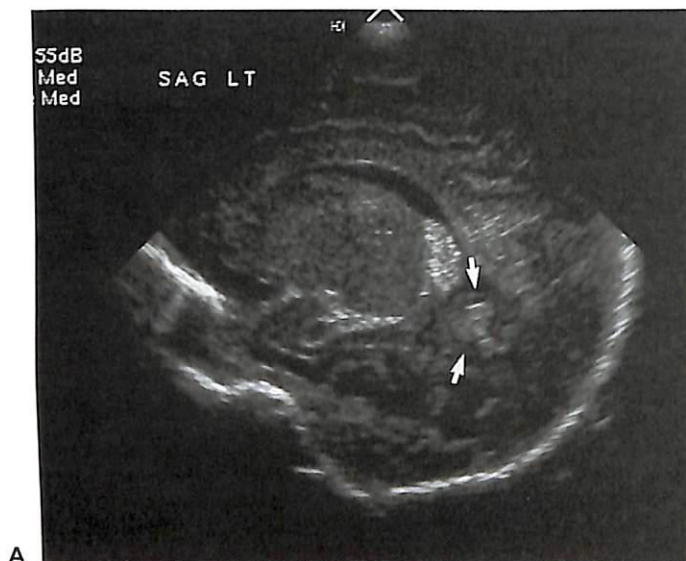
Птичья шпора (calcar avis), симулирующая внутрижелудочковое кровоизлияние. (А) На сагиттальном срезе через боковой желудочек в затылочном роге определяется эхогенный материал (стрелки). (В) Энергетическое доплеровское УЗИ в сагиттальной плоскости исключает кровоизлияние, так как в обнаруженном эхогенном участке выявляется интенсивный кровоток (стрелки). (С) На корональном срезе видно, что васкуляризованный участок представляет собой часть затылочной доли, так называемую птичью шпору, выпячивающуюся в области треугольника левого бокового желудочка (стрелки).
